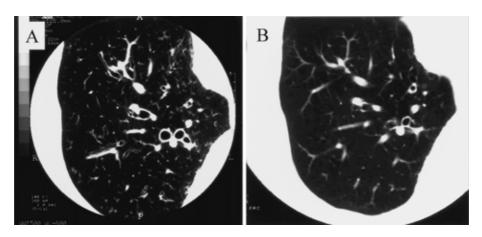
High-resolution computed tomography of the chest before (A) and after (B) erythromycin therapy. The diffuse centrilobular nodular lesions and bronchiectasis were clearly diminished after erythromycin therapy.
